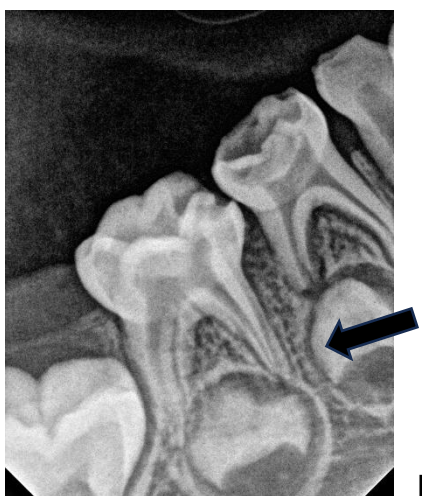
Radiografía inicial en donde se observó área radiolúcida asociada a los ápices de pieza 8.4 y la reabsorción radicular de la raíz distal.
